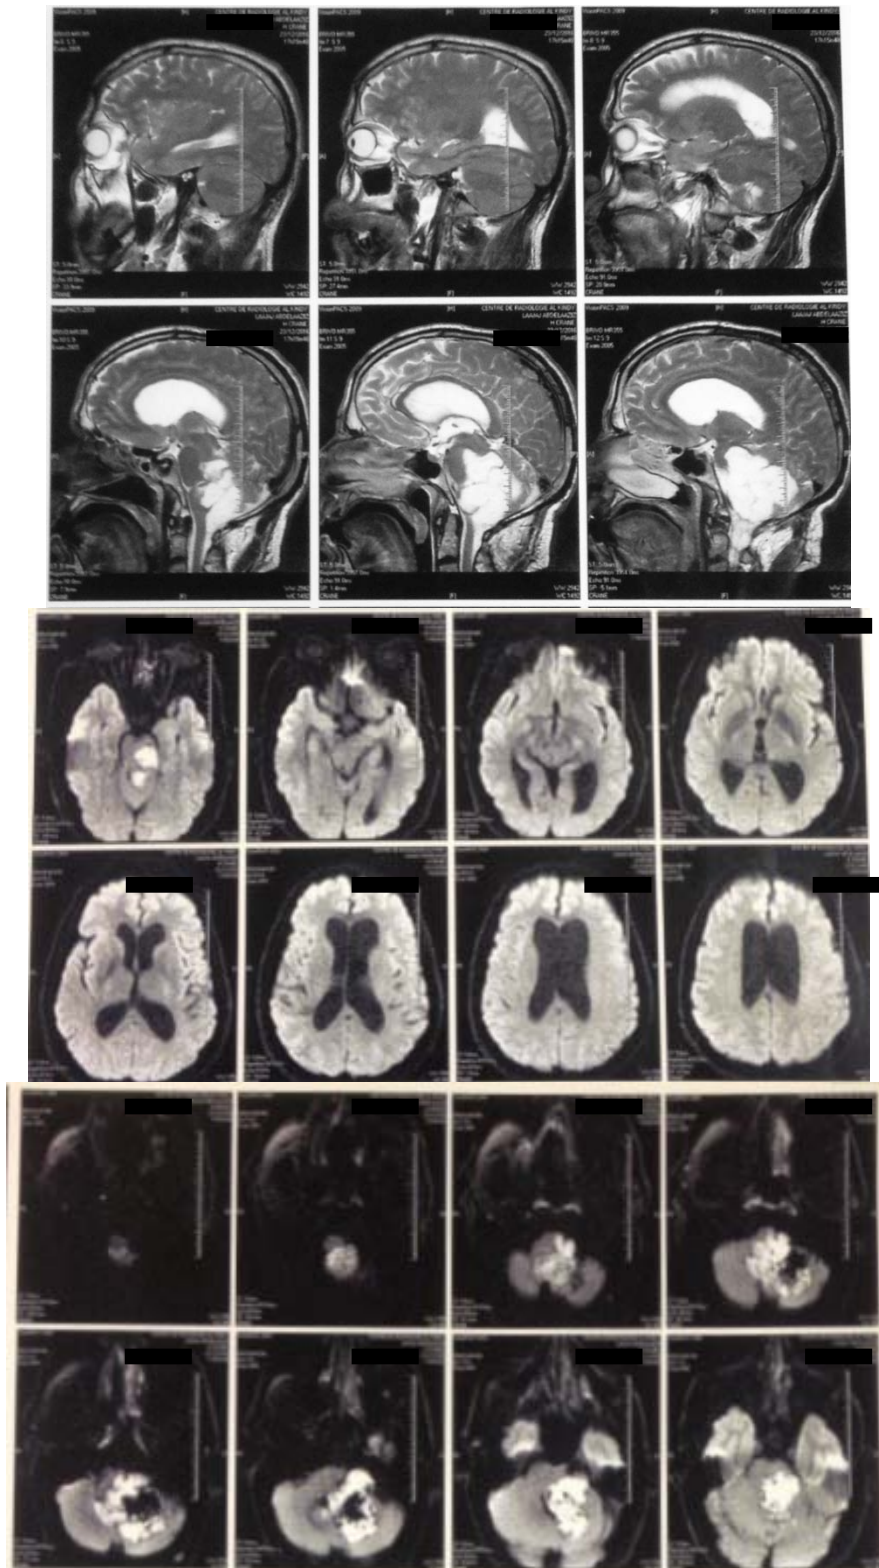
IRM cérébrale montrant un volumineux kyste épidermoïde de la fosse cérébrale postérieure.
